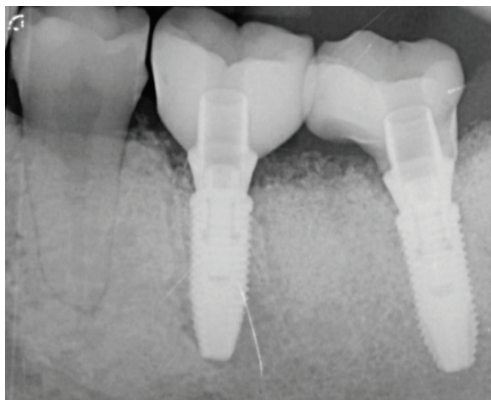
Radiographie rétro-alvéolaire des couronnes une fois le torque réalisé
